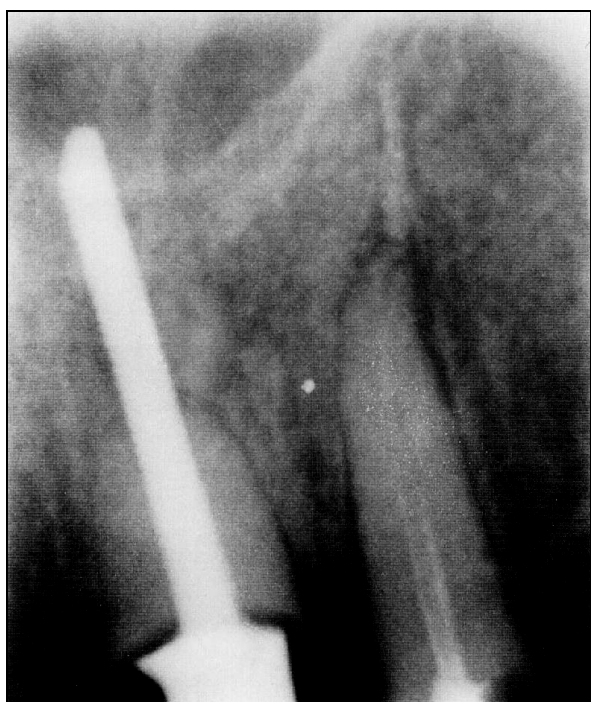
Рентгенограмма 21-го зуба после лечения через 6 мес.
